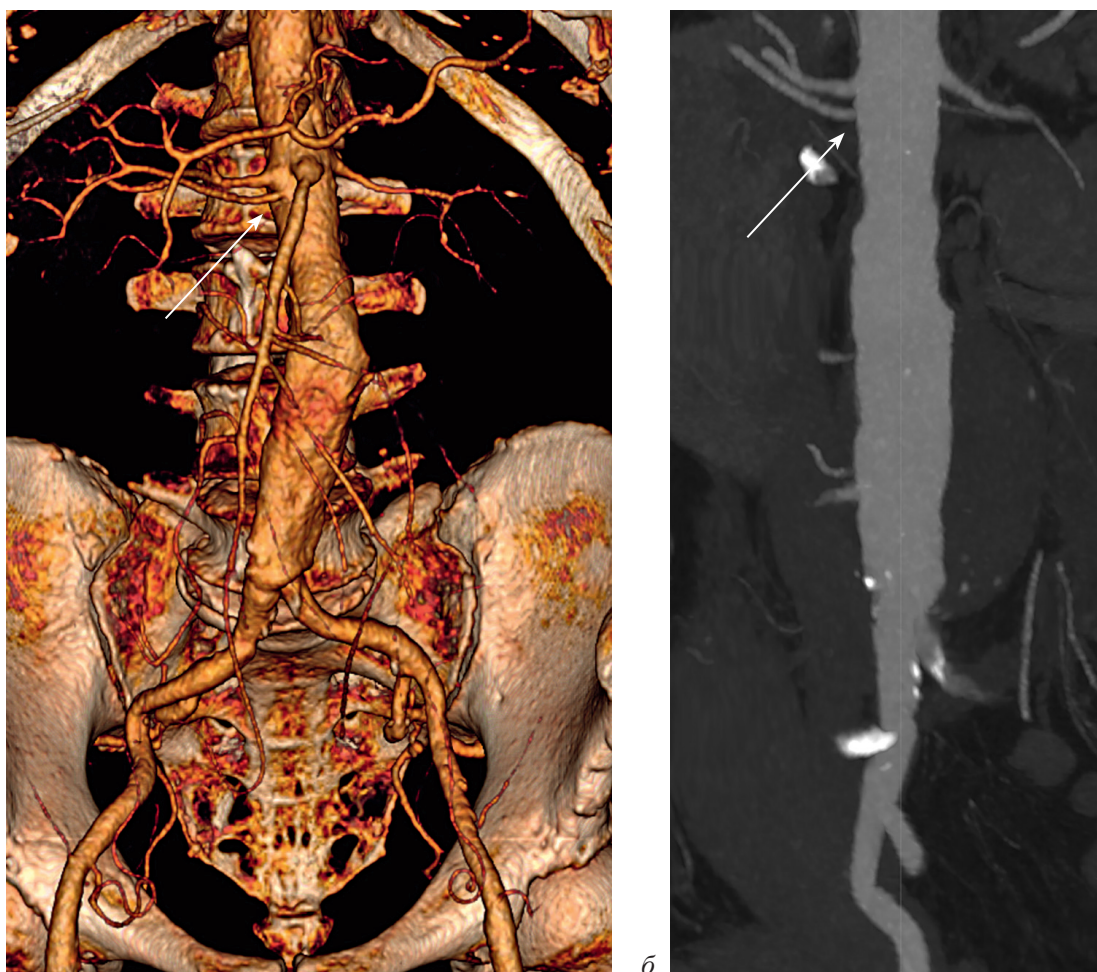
Компьютерно-томографическая ангиограмма. 3D-реконструкция до оперативного вмешательства. Добавочная правая почечная артерия (указана стрелкой) (а, б)
